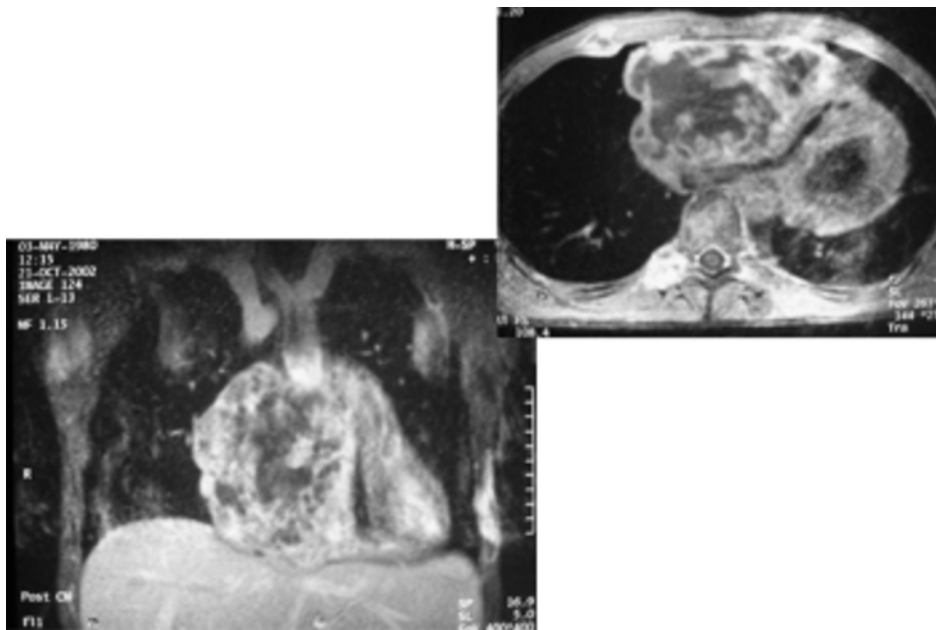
Ressonância magnética do tórax (planos coronal e axial) de doente com sarcoma vascular do mediastino anterior invadindo o coração (ventrículo direito).
